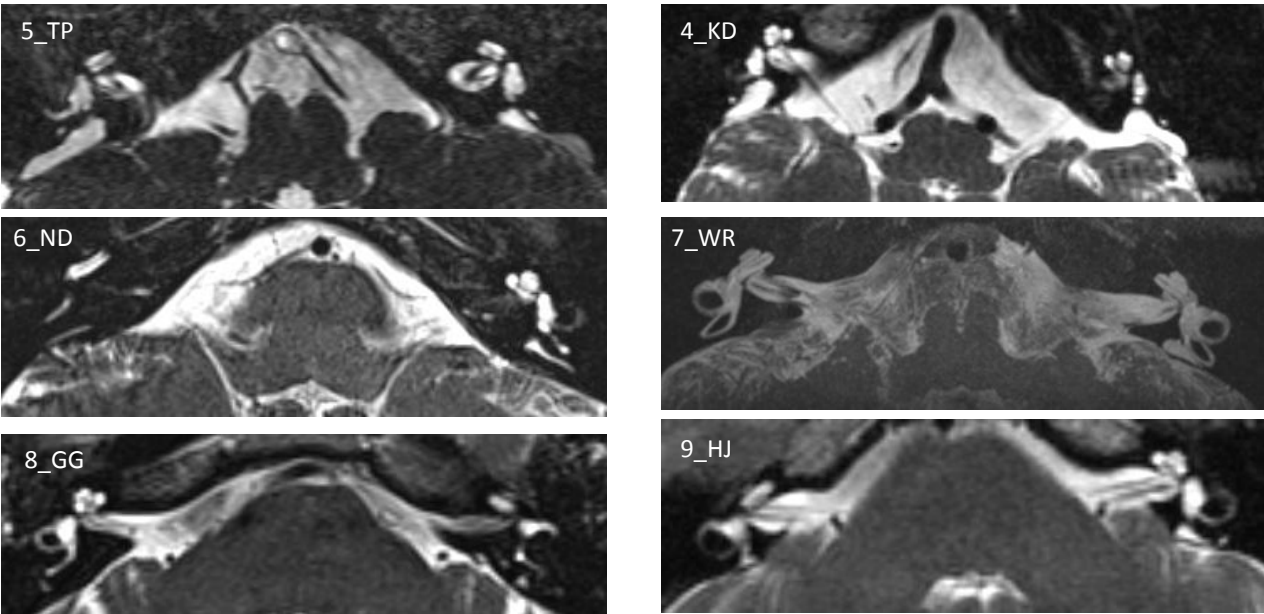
a- f: Exemplarische Darstellung der EVA Befunde im MRT. 1a: 5_TP Homozygote SLC26A4 Mutation mit EVA bds.. 1b: 4_KD Digenisch: SLC26A4 und KCNE1 Mutationen mit EVA bds.. 1c: 6_ND Heterozygote SLC26A4 Mutation, SSD, EVA einseitig. 1 d: 7_WR Heterozygote SLC26A4 Mutation, SSD, EVA einseitig. 1 e: 8_GG Heterozygote SLC26A4 Mutation (identisch mit der Mutation bei 7_WR) schwach ausgeprägter EVA bds.. 1 e: 9_HJ Heterozygote SLC26A4 Mutation, EVA bds..
